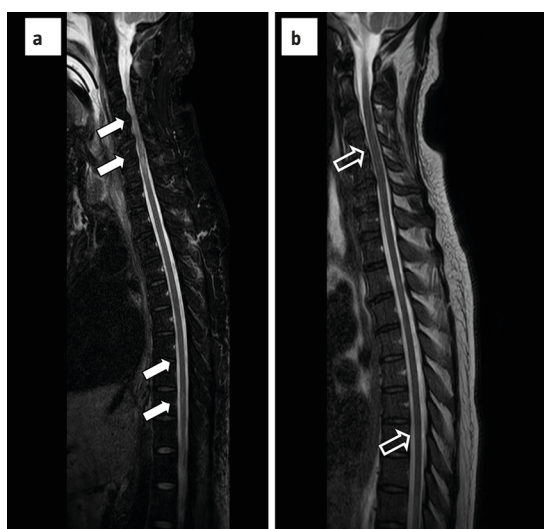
a) Corte sagital de la columna en T₂ donde se objetivan lesiones que captan gadolinio y parcheadas de localización intramedular tanto a nivel cervical, correspondientes a C5-C7 (flechas blancas), como a nivel dorsal, de D7 a D10 (flechas blancas). También se visualiza un leve engrosamiento del cordón medular a nivel cervical; b) Resonancia magnética de columna cervicodorsal con corte sagital en T₂ donde las lesiones descritas anteriormente han disminuido considerablemente, y, en el caso de la localización dorsal, han llegado a desaparecer prácticamente (flechas huecas).
